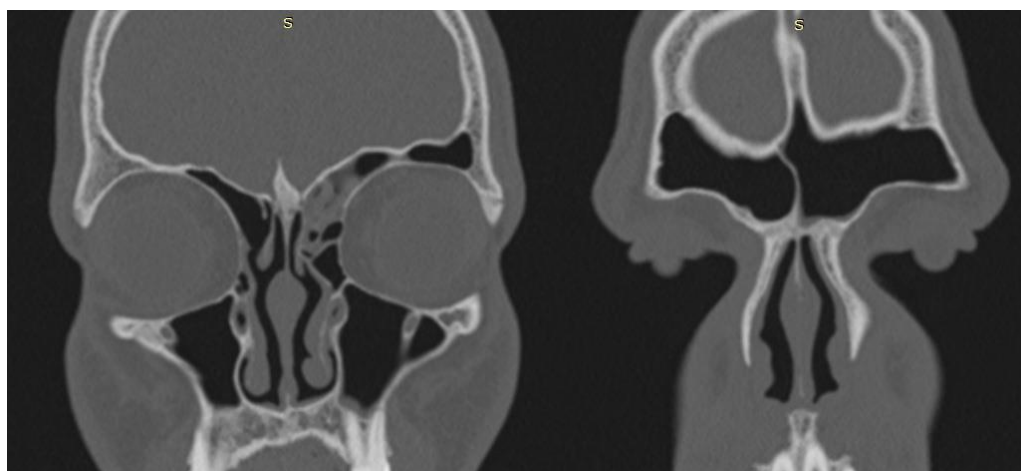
Данные КТ ОНП пациента К. с хроническим аэросинуситом через 3 месяца после хирургического лечения
